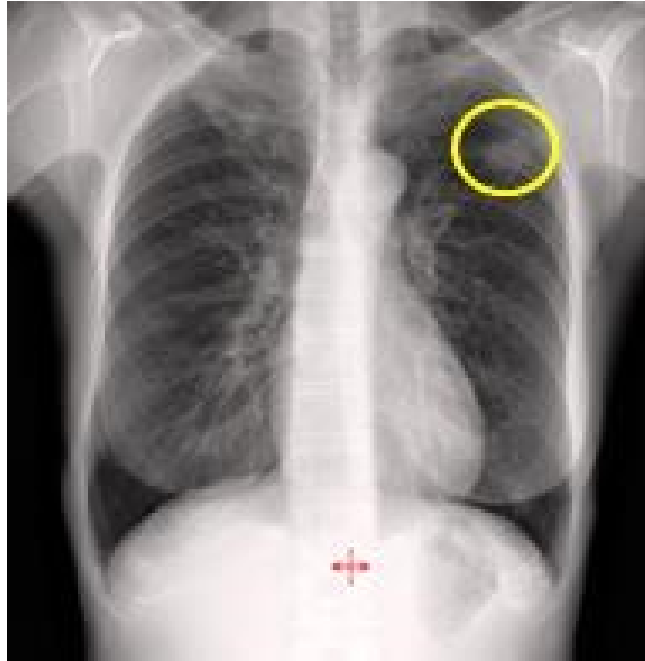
Thoraxröntgen mit Darstellung eines peripheren Bronchialkarzinoms im linken Oberlappen (gelber Kreis).
